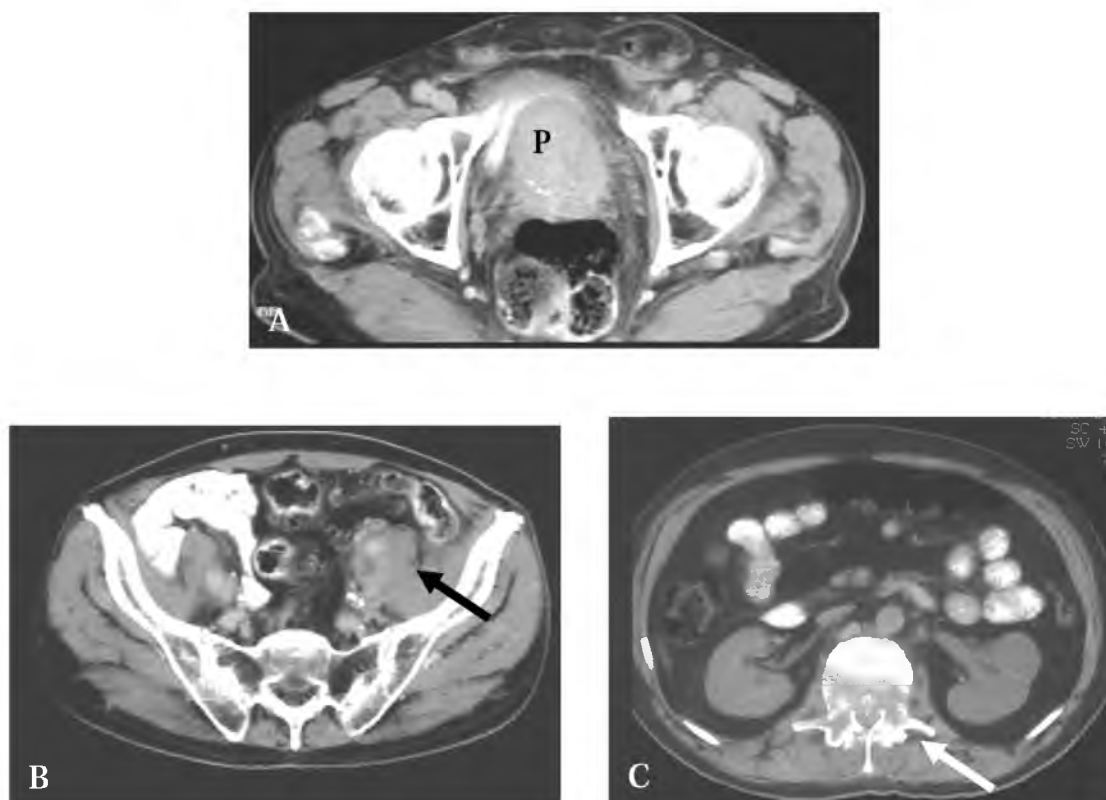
TC de pelvis con contraste intestinal y endovenoso. A. Glándula prostática (P) aumentada de tamaño, sin signos específicos para detectar cáncer. B. Ganglios patológicos en cadena ilíaca externa izquierda (flecha). B. TC con contraste oral, sin contraste endovenoso: lesión metastásica lítica en un cuerpo vertebral dorsal inferior (flecha).
